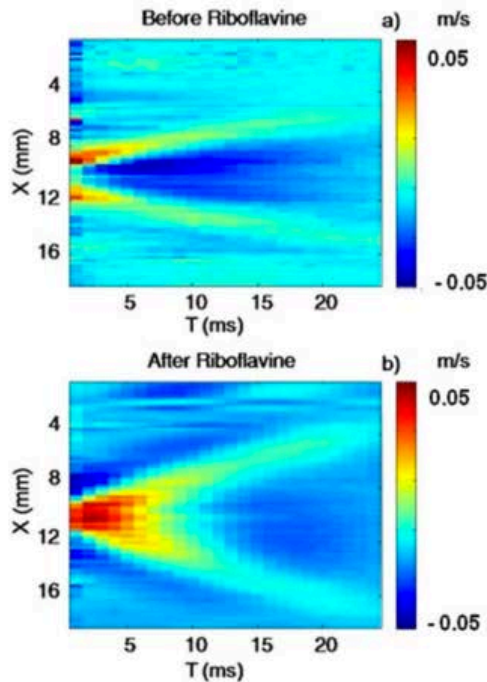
Time profiles of tissue particle velocity (i.e. relative displacement of tissues between to successive ultrasonic images) at each location along a curvilinear line. This ligne corresponds to a constant depth inside cornea (a) before and (b) after UV-A exposure. Colors scale is ranging between  $-0.05$  m/s and  $+0.05$  m/s.
